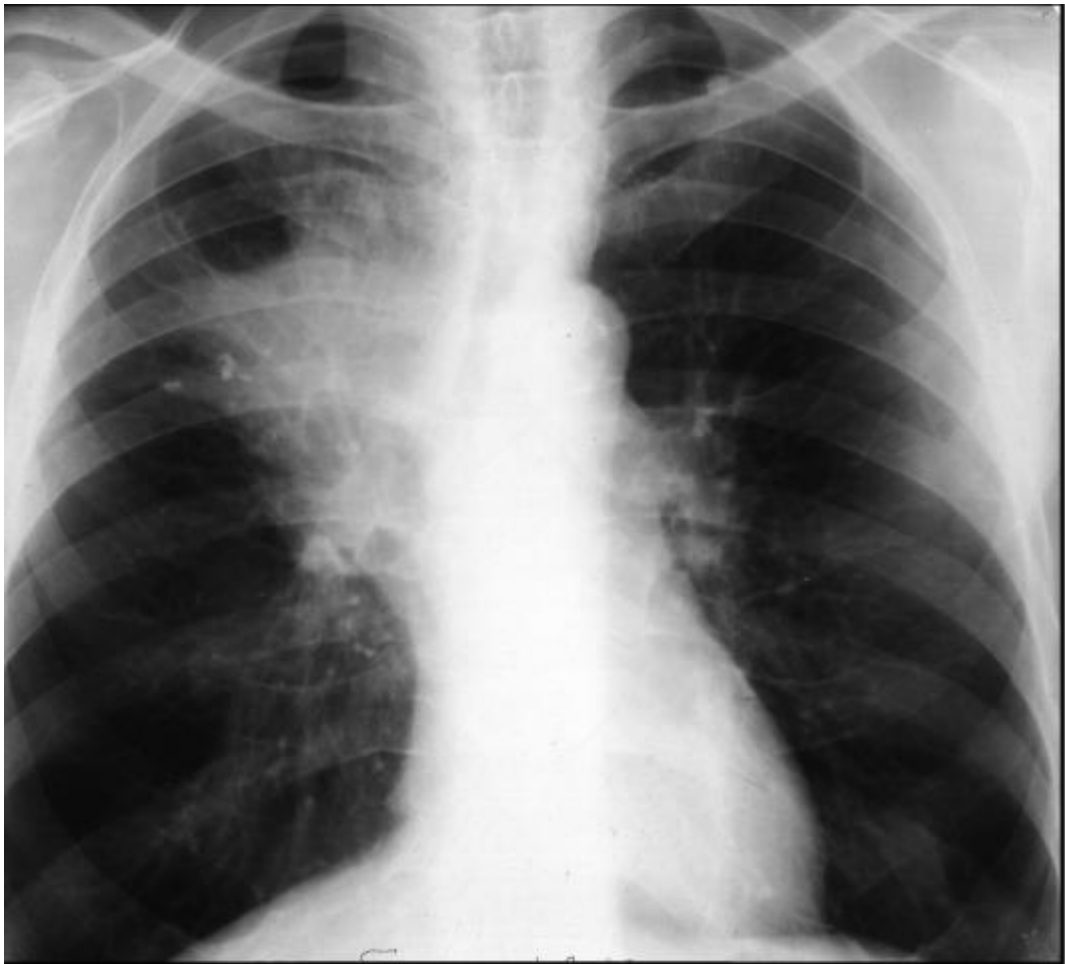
Рентгенограма у прямій проекції. Центральний рак правої легені
